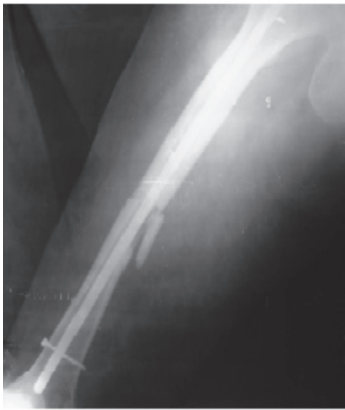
A. Radiografía de fémur derecho con fractura atípica no consolidada. Véase explicación en el texto
